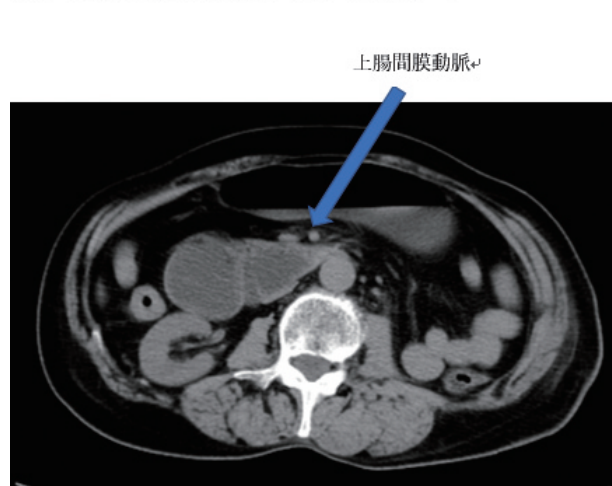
CT：術前と術後で上腸間膜動脈の走行が変化している
